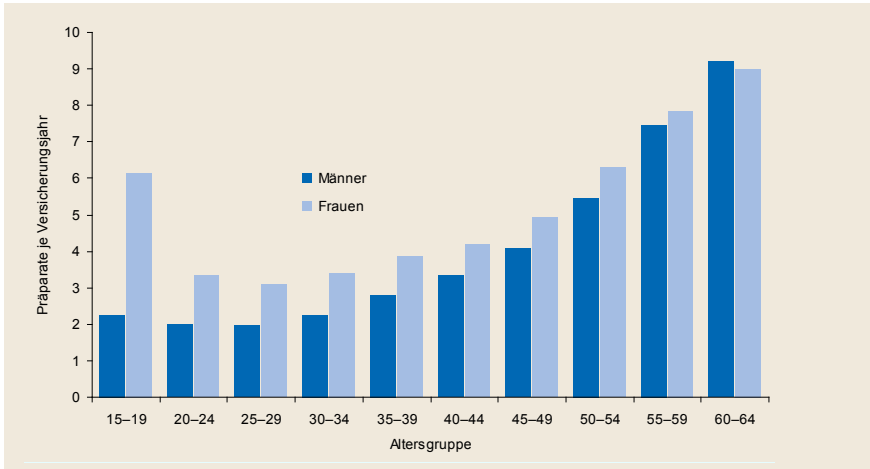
(Erwerbspersonen TK)
